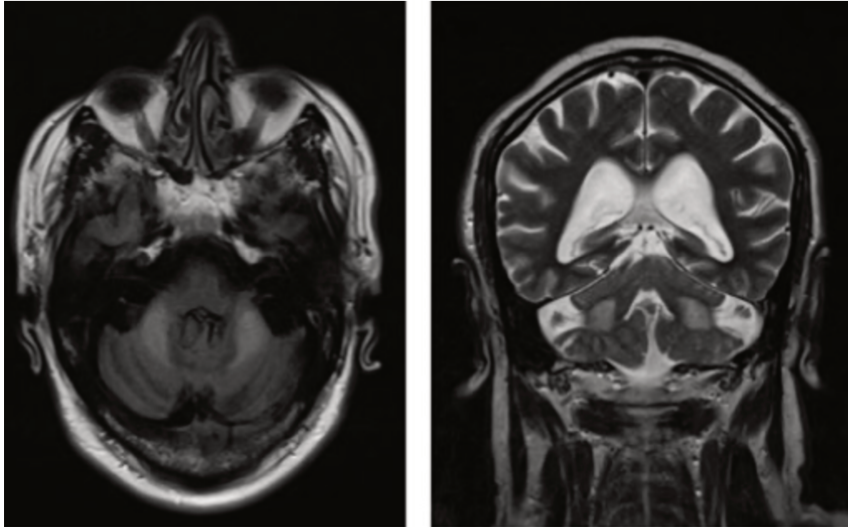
Séquence axiale (gauche) et coronale (droite) FLAIR chez un patient porteur d'une prémutation d'X fragile. Courtoisie Reiner et al. (133)
